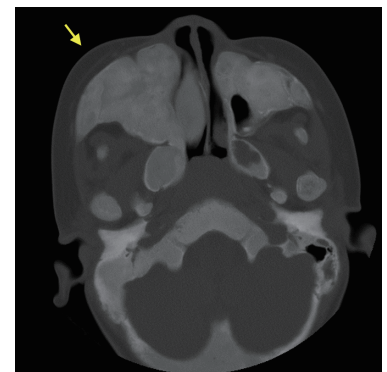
Computed tomography taken at age 4Y 11M. Right maxillary bony swelling is observed.
